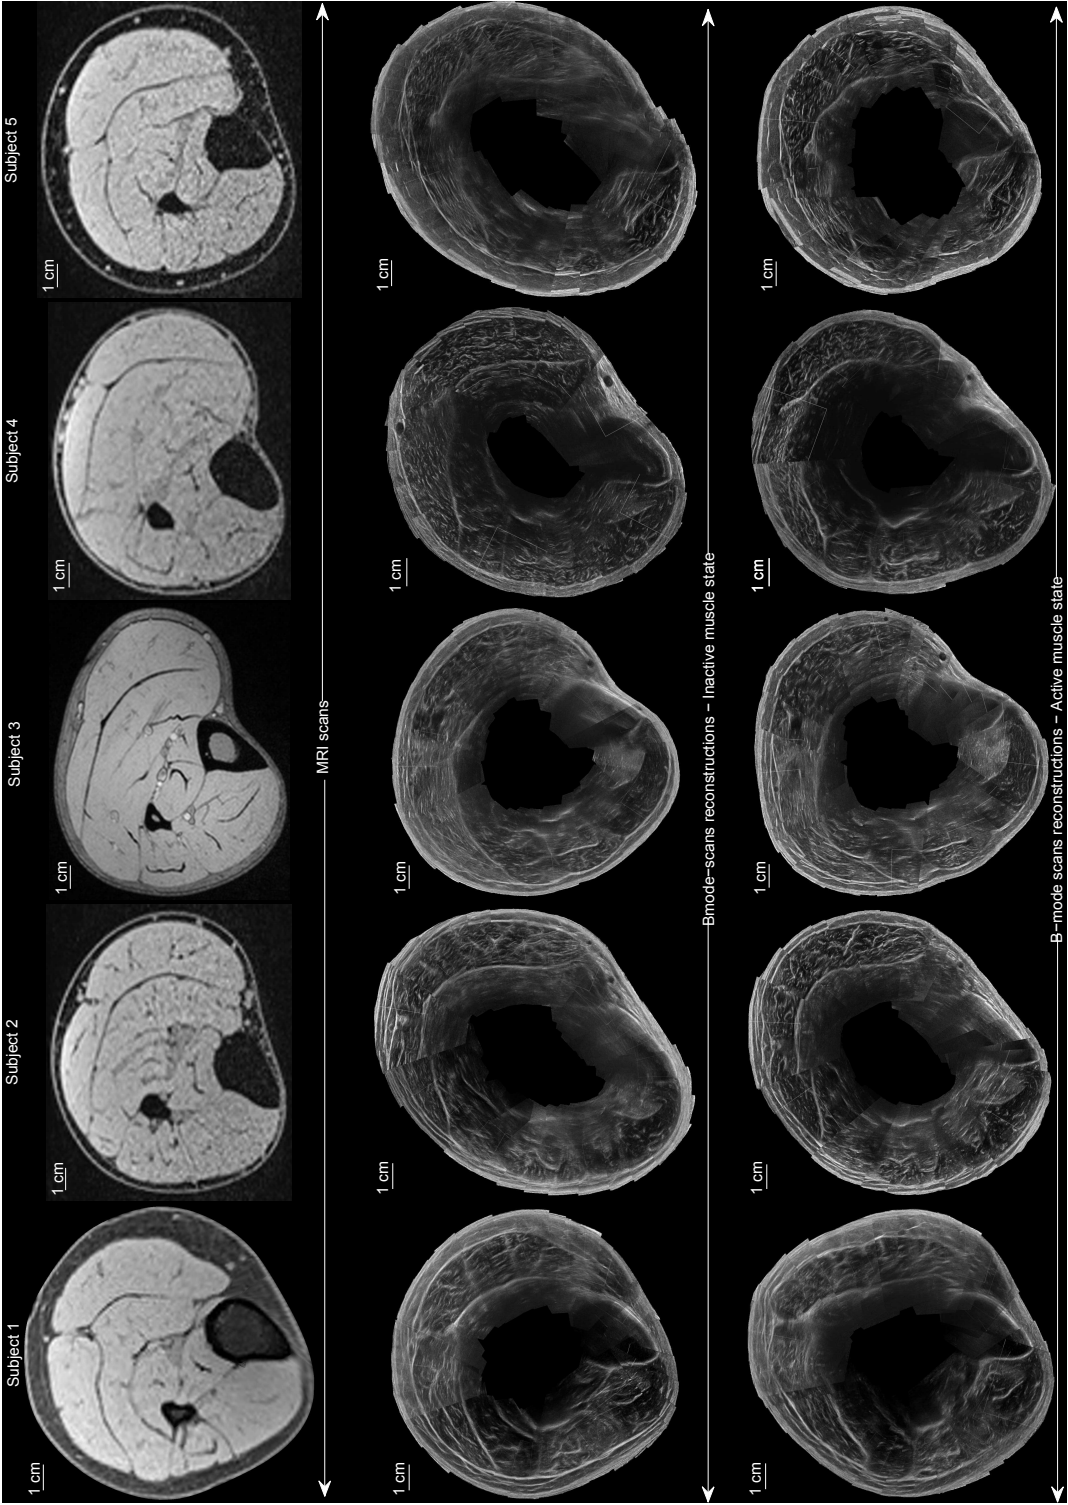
Scans IRM et reconstructions des scans B-mode en coupe transversale de la jambe pour 5 sujets volontaires sains – Ligne 1 : coupes transversales acquises par IRM ; lignes 2 et 3 : reconstructions ultra-sonores (2 : état musculaire inactif 3 : état musculaire actif).
